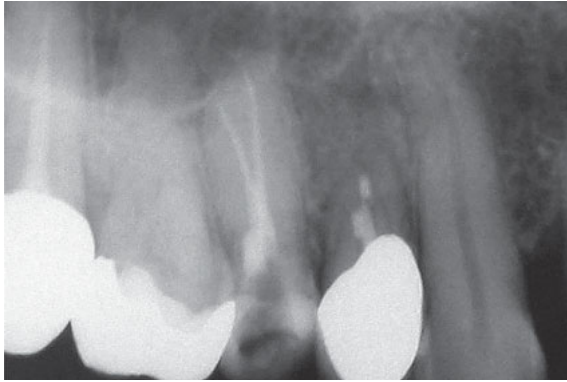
Fall 2 – Röntgenkontrolle nach Wurzelkanalfüllung an Zahn 15.
